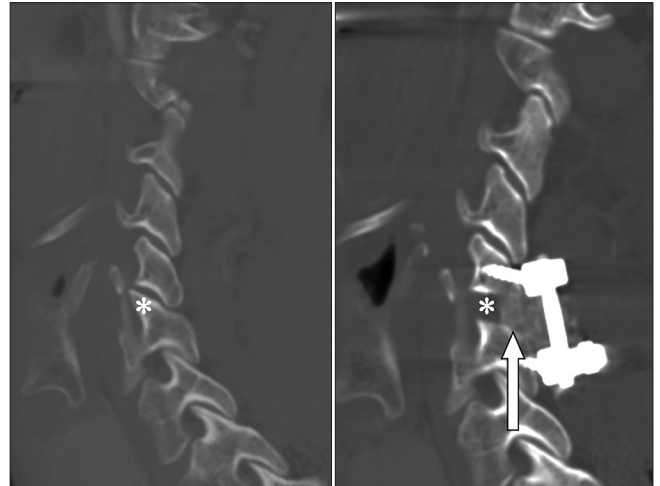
Postoperative computed tomography angiography shows complete resection of the left C6 superior articular process (asterisk) and successful decompression of the left vertebral artery. Interpositional bone block appears beautiful (arrow).
